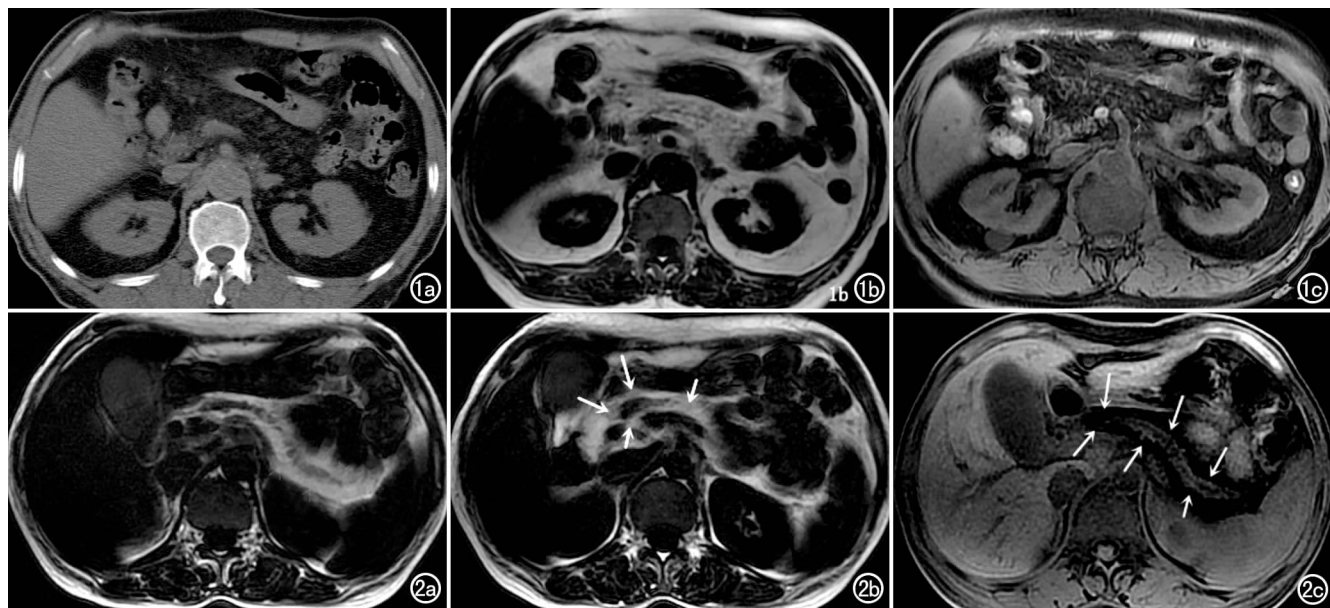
病例 1。a) CT 平扫示胰腺头颈部完全为脂肪密度, CT 值 $-70 \sim -90$ HU, 体尾部有散在少量正常胰腺组织; b) MRI 脂相示胰腺头部、钩突部完全为高信号脂肪, 体尾部可见散在正常胰腺实质信号; c) 压脂 T₁WI, 显示在脂相上胰腺实质内呈高信号的脂肪信号明显降低。图 2 病例 2。a) MRI 脂相示整个胰腺实质被脂肪信号取代; b) 稍下方层面亦显示胰腺行区内呈明显高信号(箭); c) 压脂 T₁WI 示胰腺信号明显降低, 主胰管扩张、显示清晰(箭)。
